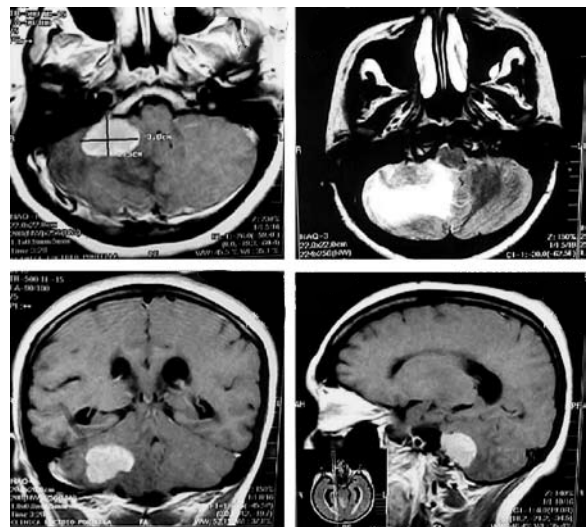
Ressonância magnética da mesma lesão.
